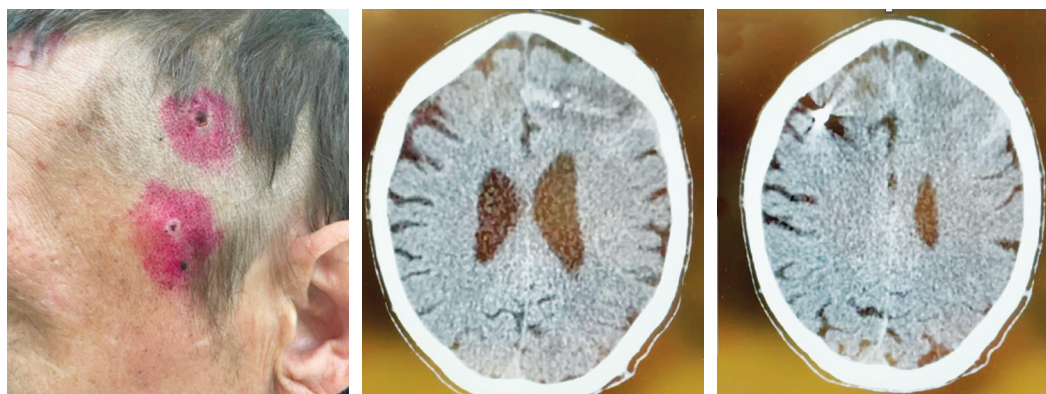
Пациент Г. Без активных жалоб, соответствующих травме мозга, в ясном сознании, без неврологической симптоматики. При осмотре в левой височной области визуализируются входные отверстия проникающего слепого черепно-мозгового ранения (в момент получения травмы сознание не терял). КТ головы — в левой лобной области выявлен гиподенсный раневой канал с наличием инородных тел костной плотности, раневой канал идет вверх в правую лобную область мозга с наличием инородного тела металлической плотности
